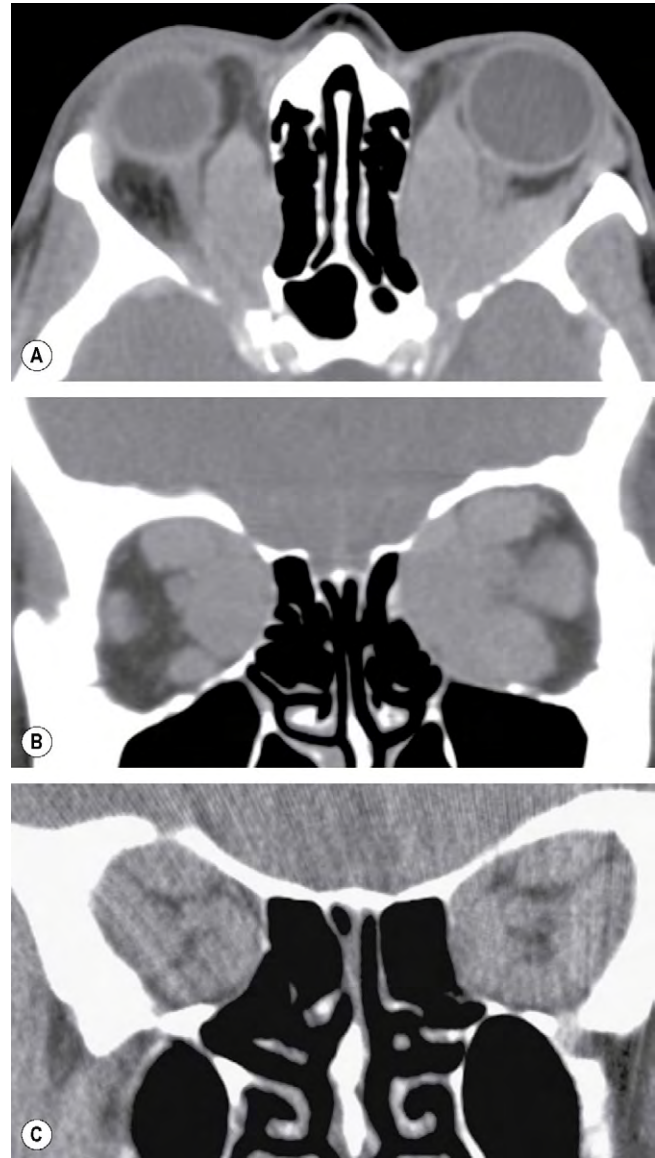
La TC muestra dilatación muscular en la oftalmopatía tiroidea. (A) Proyección axial; (B) proyección coronal, obsérvese la conservación del músculo recto lateral derecho; (C) la proyección coronal muestra apiñamiento en el ápex orbitario.
